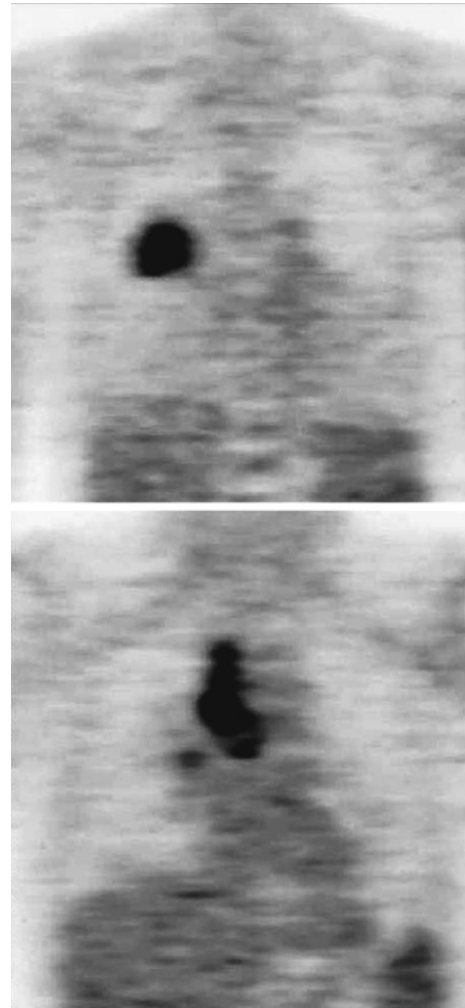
FDG-PET showed increased uptake in the mass lesion in the right upper lobe and the mediastinal lymphonode.
